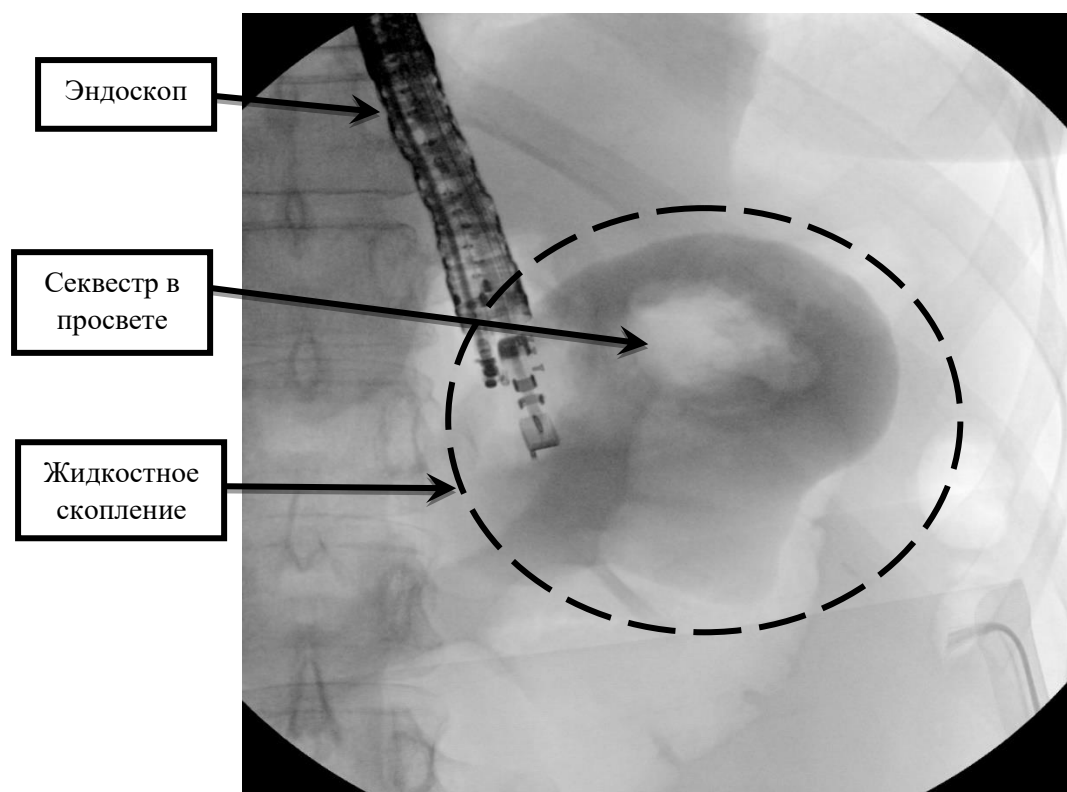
Рентгенограмма. Отграниченный некроз в проекции хвоста
